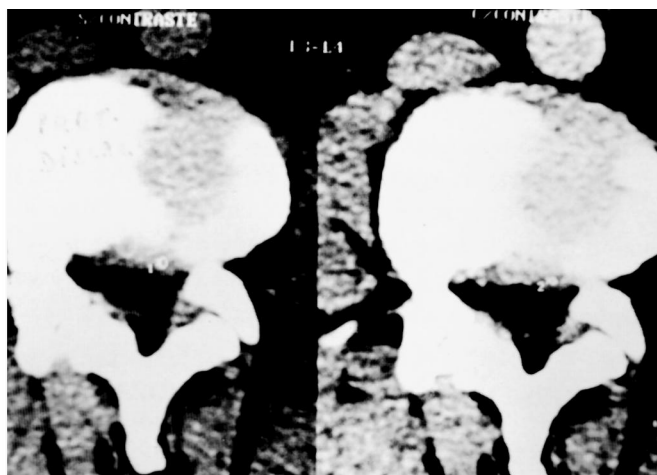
À esquerda, tomografia computadorizada (corte axial): aparente protrusão discal em L₅-L₆. À direita: após injeção de contraste intravenoso, com pouca impregnação e densidade levemente superior à CT simples, o que evidencia material distal protruso.
